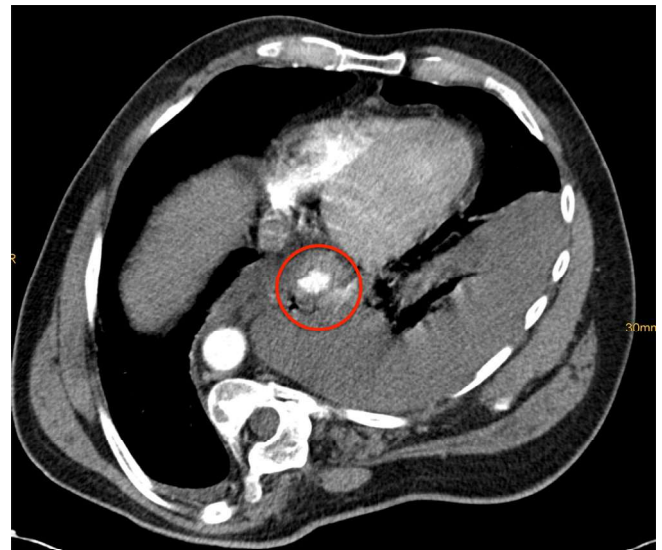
▲ Axiale CT: KM im Ösophaguslumen. Luft einschüsse sowie KM-Anreicherung extraluminal mit Kontakt zum Pleuraerguss links
